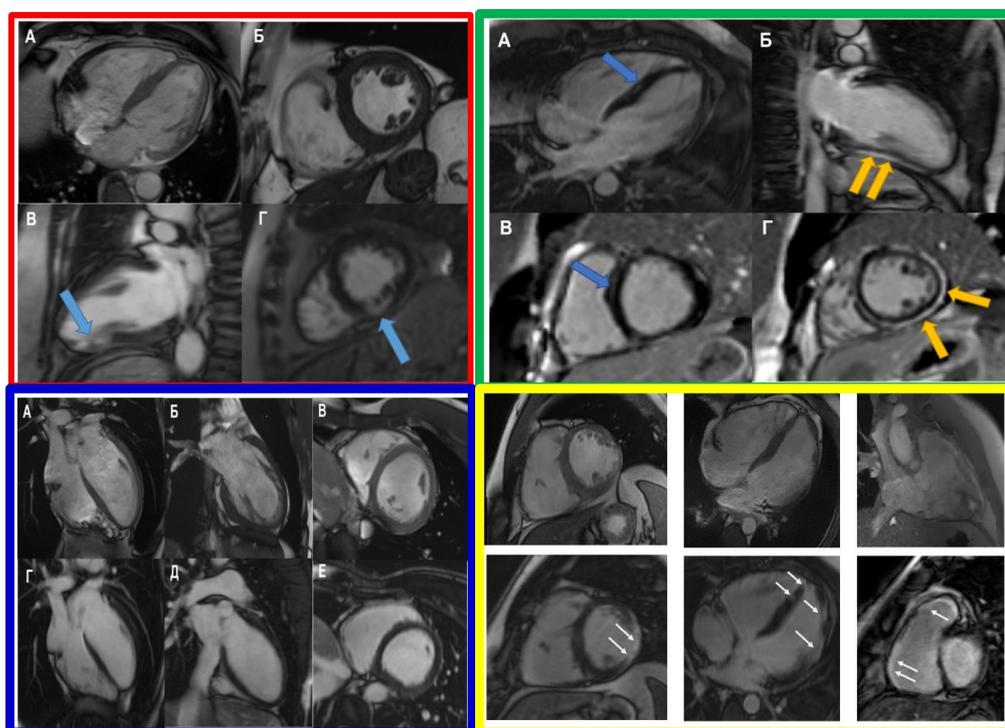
Паттерны отсроченного контрастирования, выявленные по данным МРТ сердца (с использованием позднего усиления гадолинием) ▲ Пациентка Г. с ишемическим паттерном; ▲ Пациент Б. с подострым миокардитом; ▲ Пациент Е. с начальными проявлениями ДКМП; ▲ Пациент В. с АКМП
